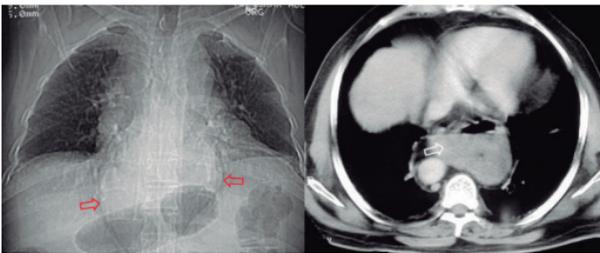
Radiografía PA de tórax y TAC. Hernia hiatal: signo torácoabdominal (flechas)
